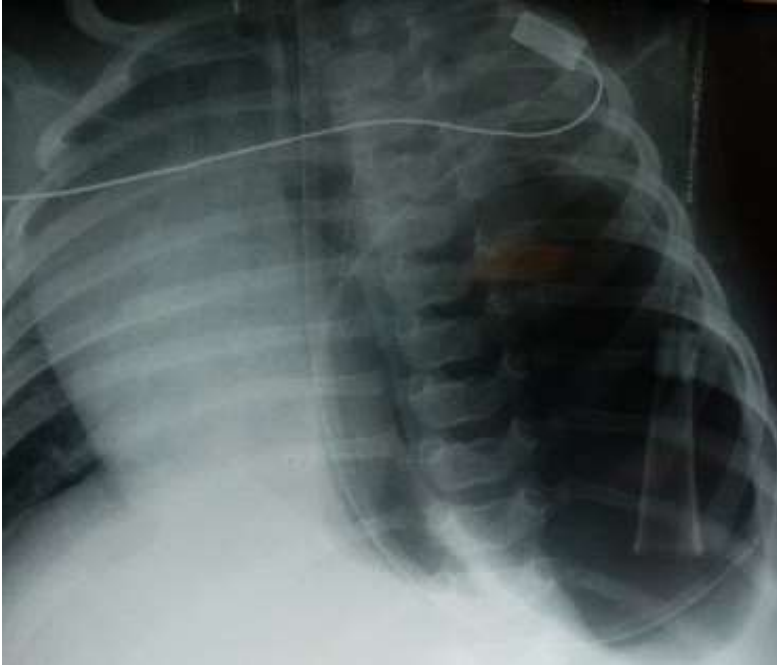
radiographie thoracique de face montrant une large clarté de l'hémi champ pulmonaire gauche avec enroulement de la sonde nasogastrique en intra-thoracique
